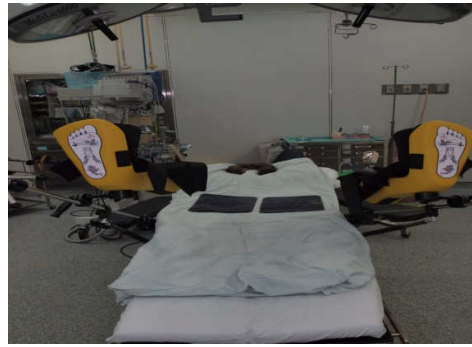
圖四、五 改善後的大腸直腸腹腔鏡儀器設備擺放於專門手術房內，不須多次推動；並將組織凝集儀及特殊超音波刀醫材分別放置該儀器下方空間，以方便工作人員拿取
